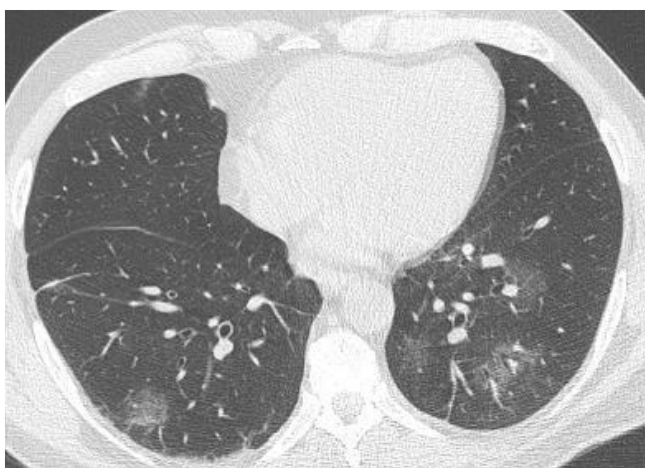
Tomografia computadorizada apresentando alguns focos de opacidades em vidro fosco¹
